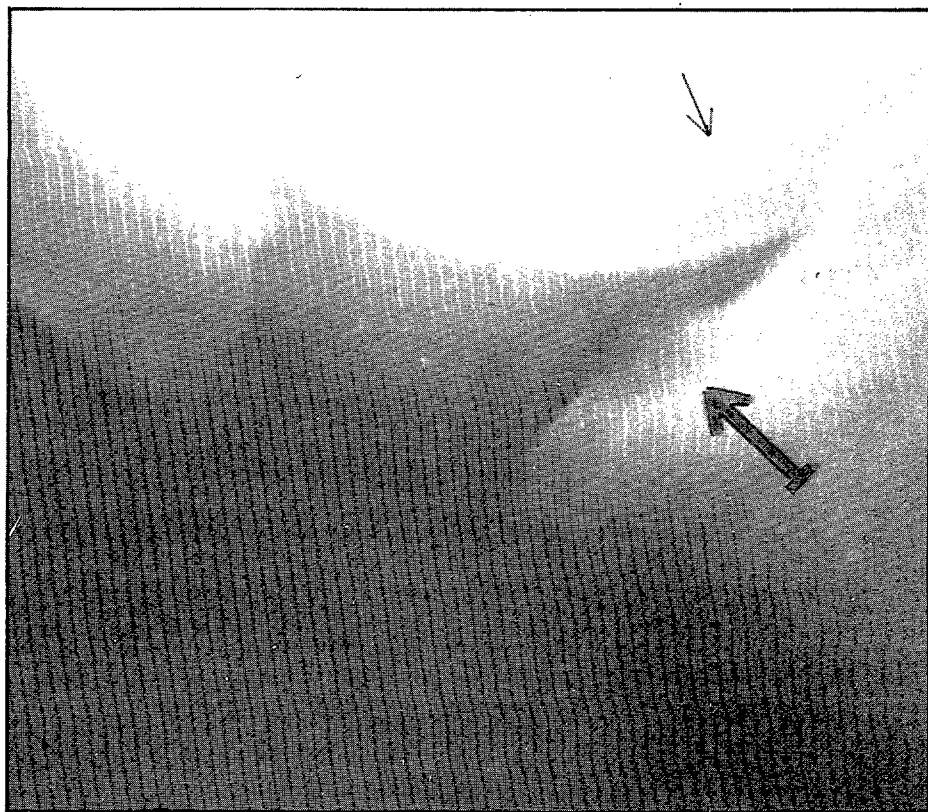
Radiografía simple de rodilla, en la que se observa un nicho en el platillo tibial anterior (flecha de trazo grueso) y un cuerpo libre en la zona intercondílea (flecha de trazo fino).
